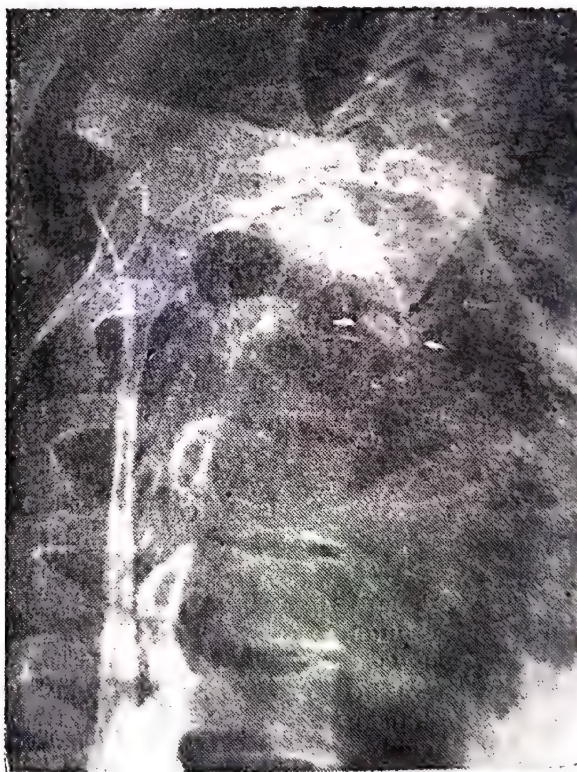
69. — Aspectul radiografic al unei tumori vertebrale metastazice, de origine mamară.
